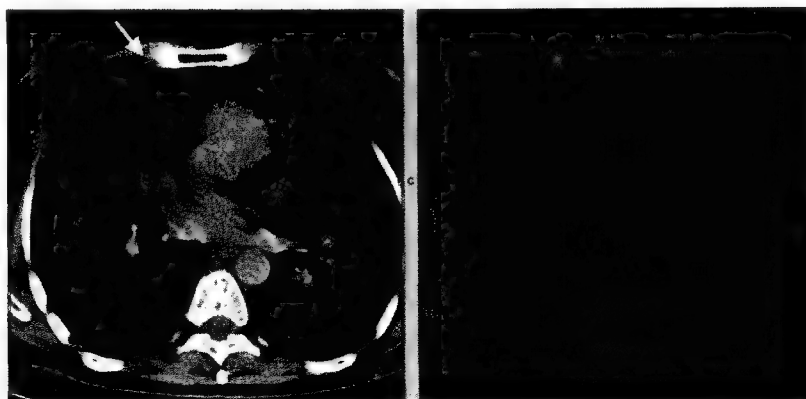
Localizare precisă SPECT/CT a ganglionului santinelă mamar intern.
